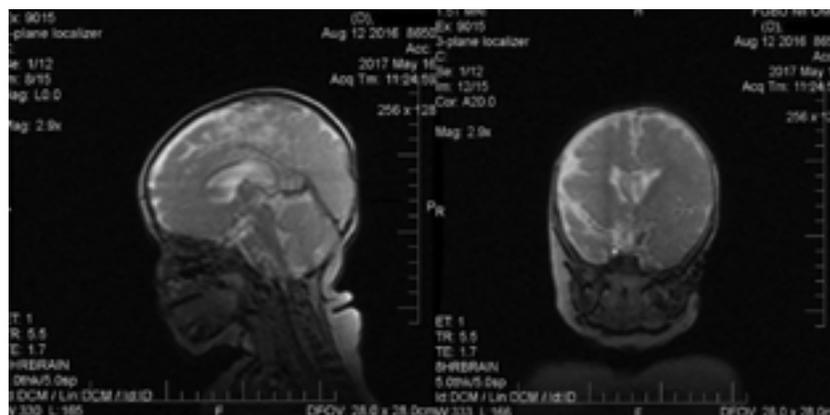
МРТ головного мозга пациентки в 2-х проекциях. Открытая шизэнцефалия левой лобно-теменной области, ЧАМТ, полимикрогирия.
